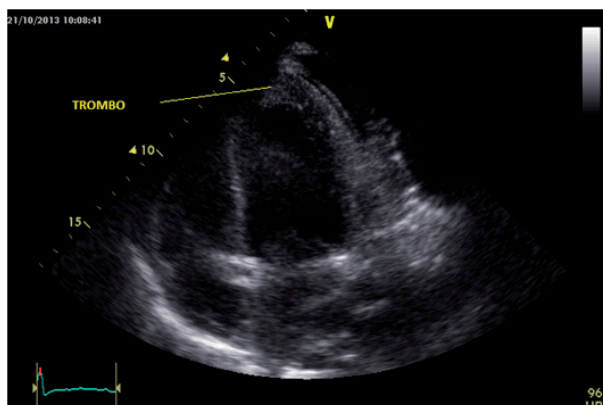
ETT en ventana apical 4 cámaras.
